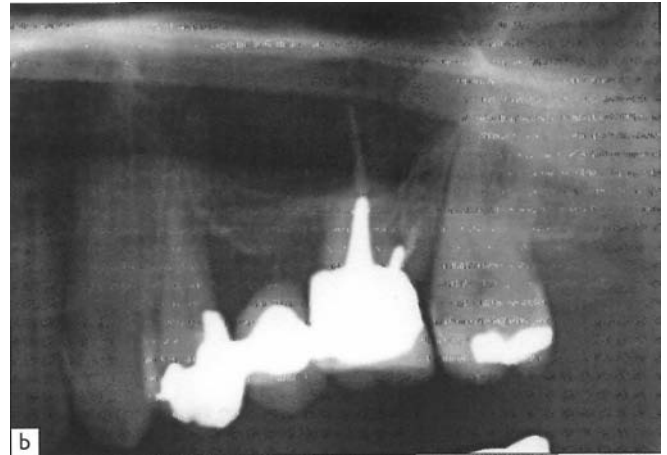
Pulpite irréversible de 24, sous un bridge chez une patiente partant en vacances à l'étranger le lendemain matin pour trois semaines. a : vue latérale du bridge. b : radiographie panoramique (détail). c : vue occlusale de la pièce prothétique. Il est décidé de conserver le bridge avec reconstitution de la paroi mésiale au ciment verre ionomère afin d'assurer l'étanchéité de la restauration. d : vue occlusale de la paroi mésiale reconstituée. Saignement de la pulpe camérale. Malgré la pulpotomie et la compression, l'hémostase est impossible à obtenir. La pulpectomie est nécessaire.
